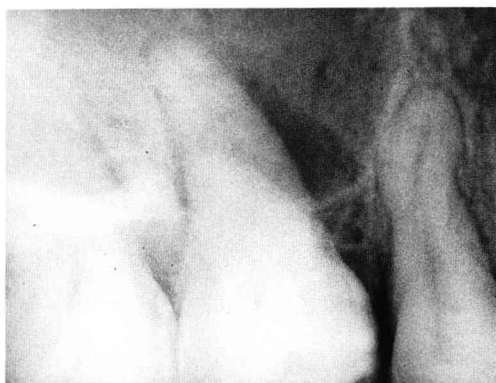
X-Ray photograph of ascending pulpitis. Right upper first molar. Bone resorption was observed along the mesiopalatal root up to the apical portion.
